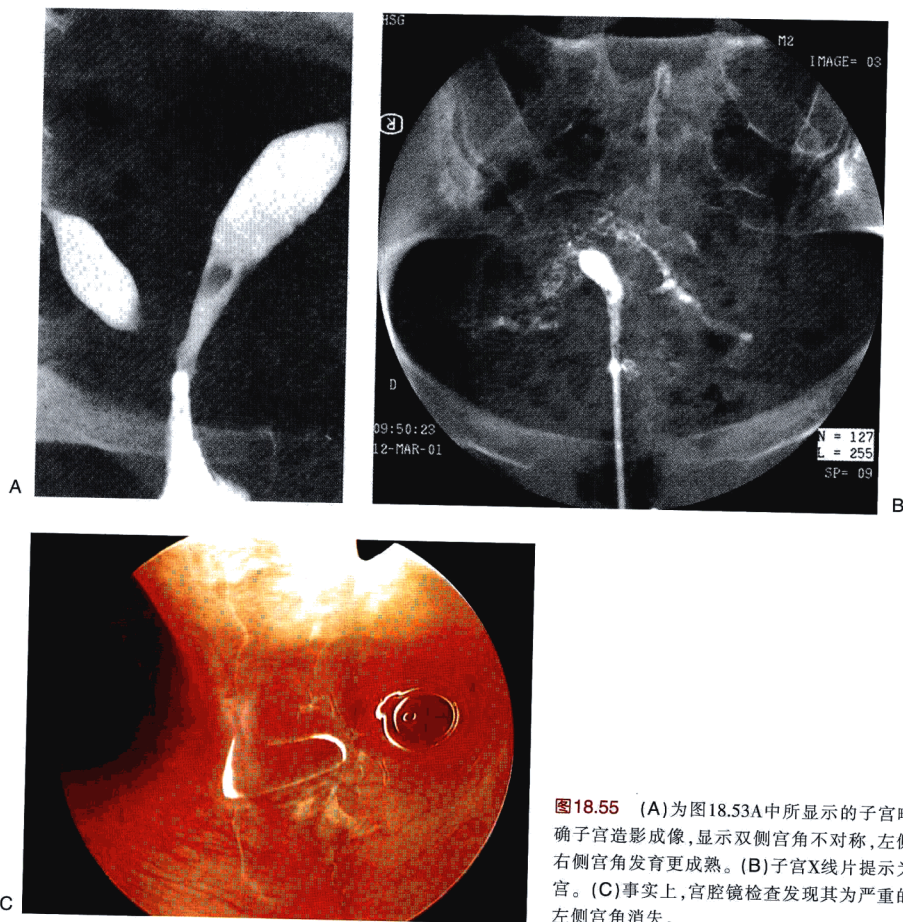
(A)为图18.53A中所显示的子宫畸形的精确子宫造影成像,显示双侧宫角不对称,左侧宫角比右侧宫角发育更成熟。(B)子宫X线片提示为单角子宫。(C)事实上,宫腔镜检查发现其为严重的粘连使左侧宫角消失。
